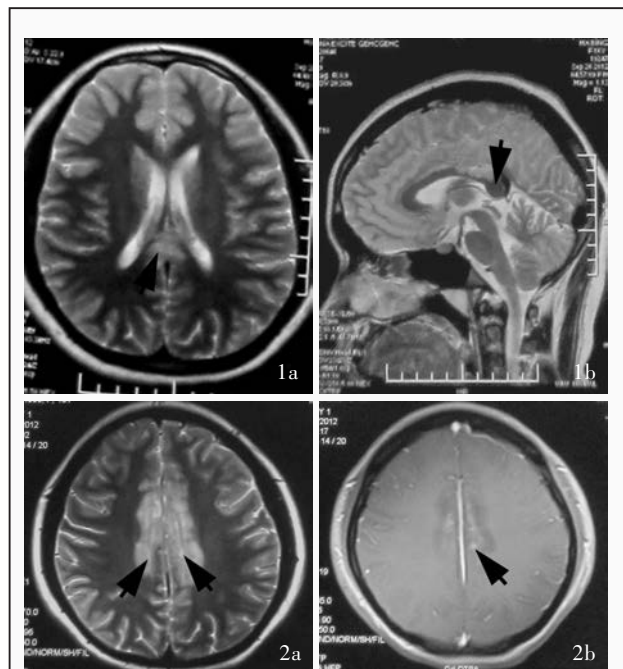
发病后 10 d 头部 MRI 检查所见 1a 横断面 T₂WI 序列, 胼胝体干后部高信号(箭头所示) 1b 矢状位 T₂WI 序列, 胼胝体干后部高信号(箭头所示) 图 2 发病后 1 月余头部 MRI 检查所见 2a 横断面 T₂WI 序列, 胼胝体干后部、扣带回高信号(箭头所示) 2b 横断面 T₁WI 增强扫描, 病灶呈轻度点状强化(箭头所示)
